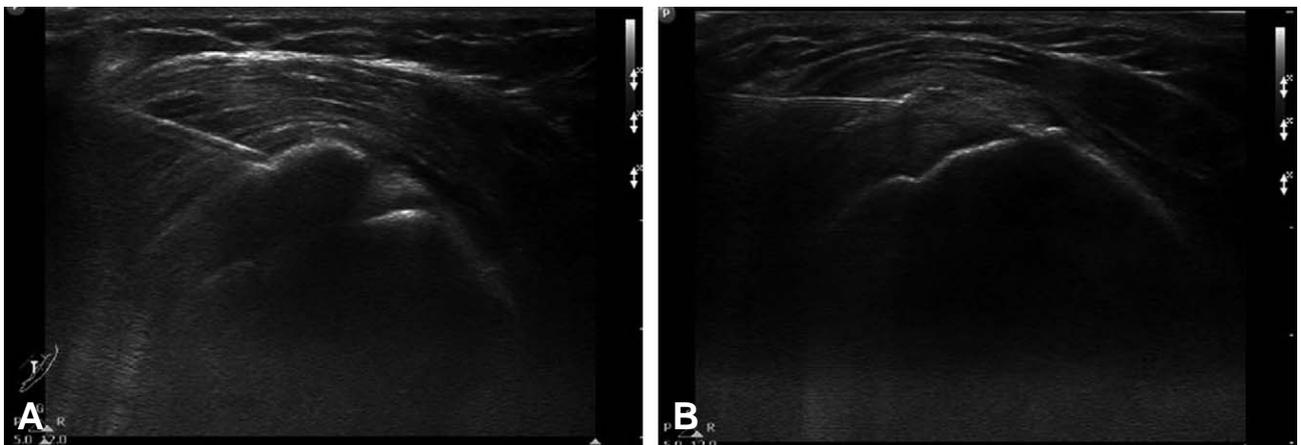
Multiple needling on the calcific deposit of supraspinatus tendon under the guidance of ultrasonography using the 20-G spinal needle (A). Subacromial injection of lidocaine and steroid was performed after multiple needling (B).
